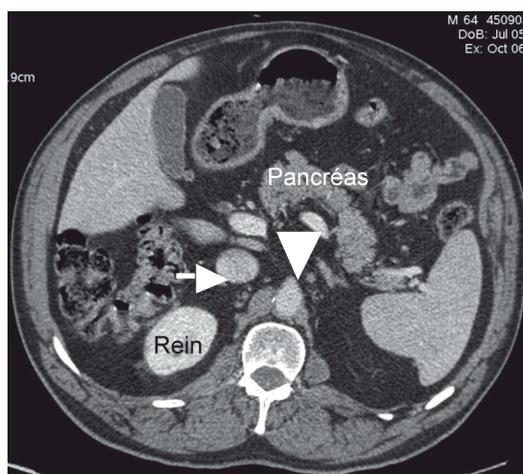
Même étage, TDM abdomino-pelvienne injectée au temps veineux. Les vaisseaux et les viscères sont plus denses que les muscles. L'aorte (tête de flèche) est de même densité que la veine cave inférieure (flèche).
